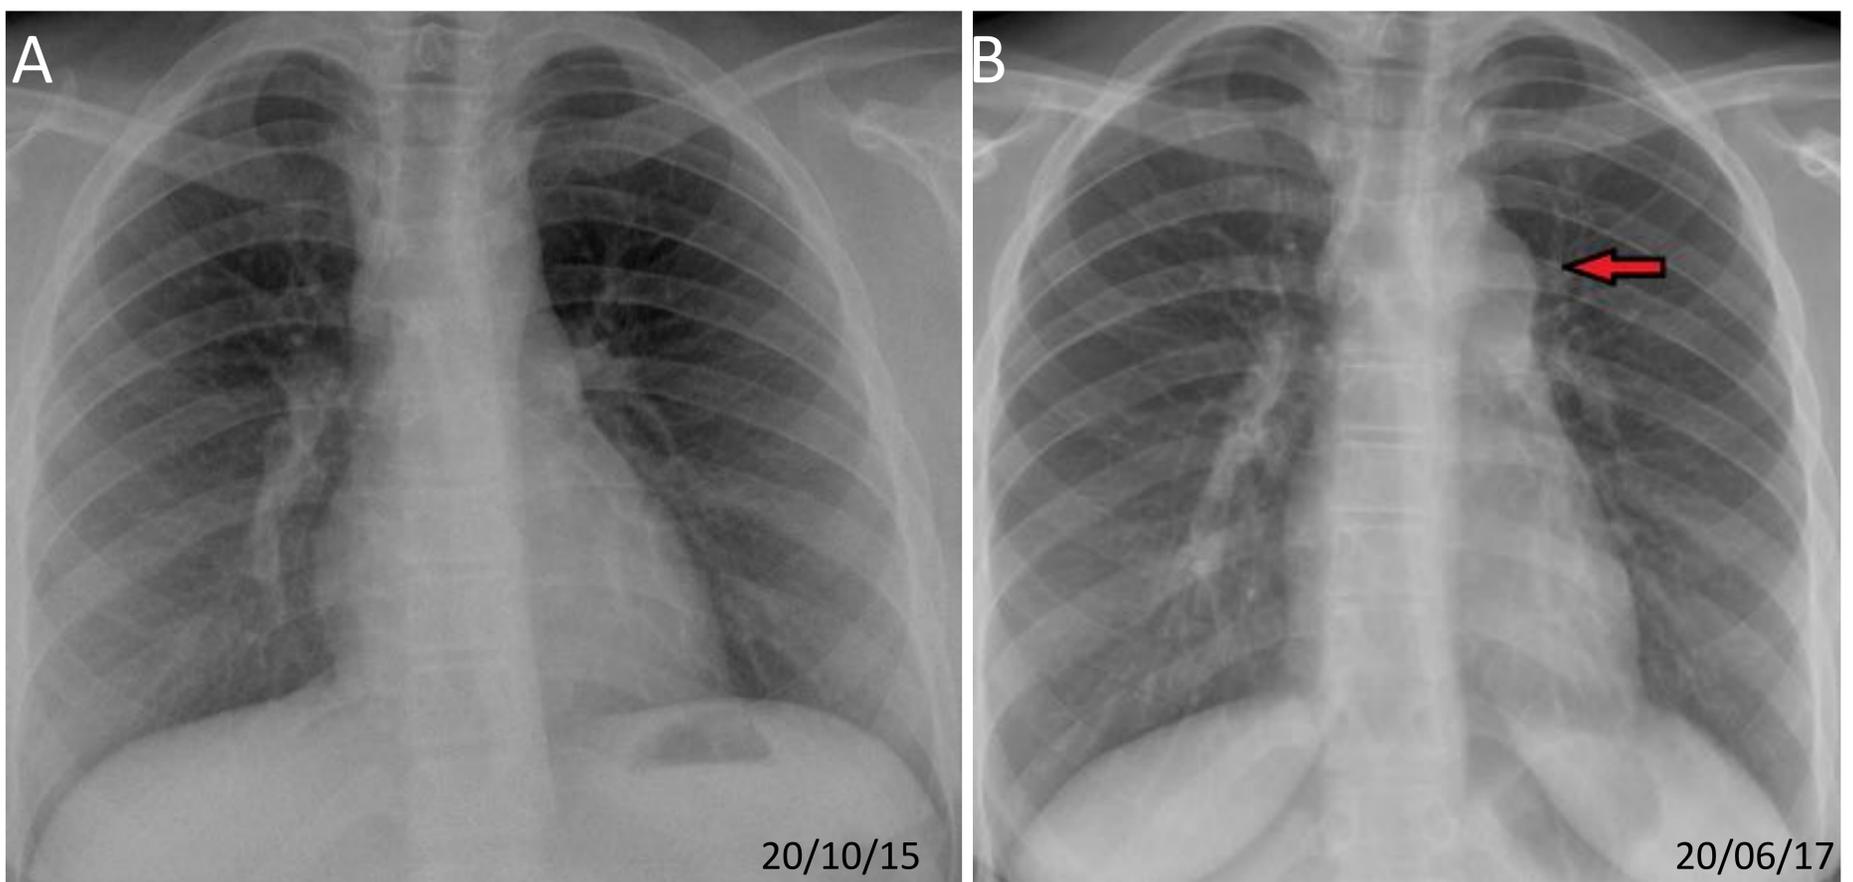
Niña de 14 años a tratamiento con corticoides por LES, con fiebre de predominio nocturno de 2 semanas de evolución y tos seca. A) Radiografía previa normal. B) Radiografía actual con efecto masa en la ventana aorto-pulmonar compatible con adenopatías (flecha).
